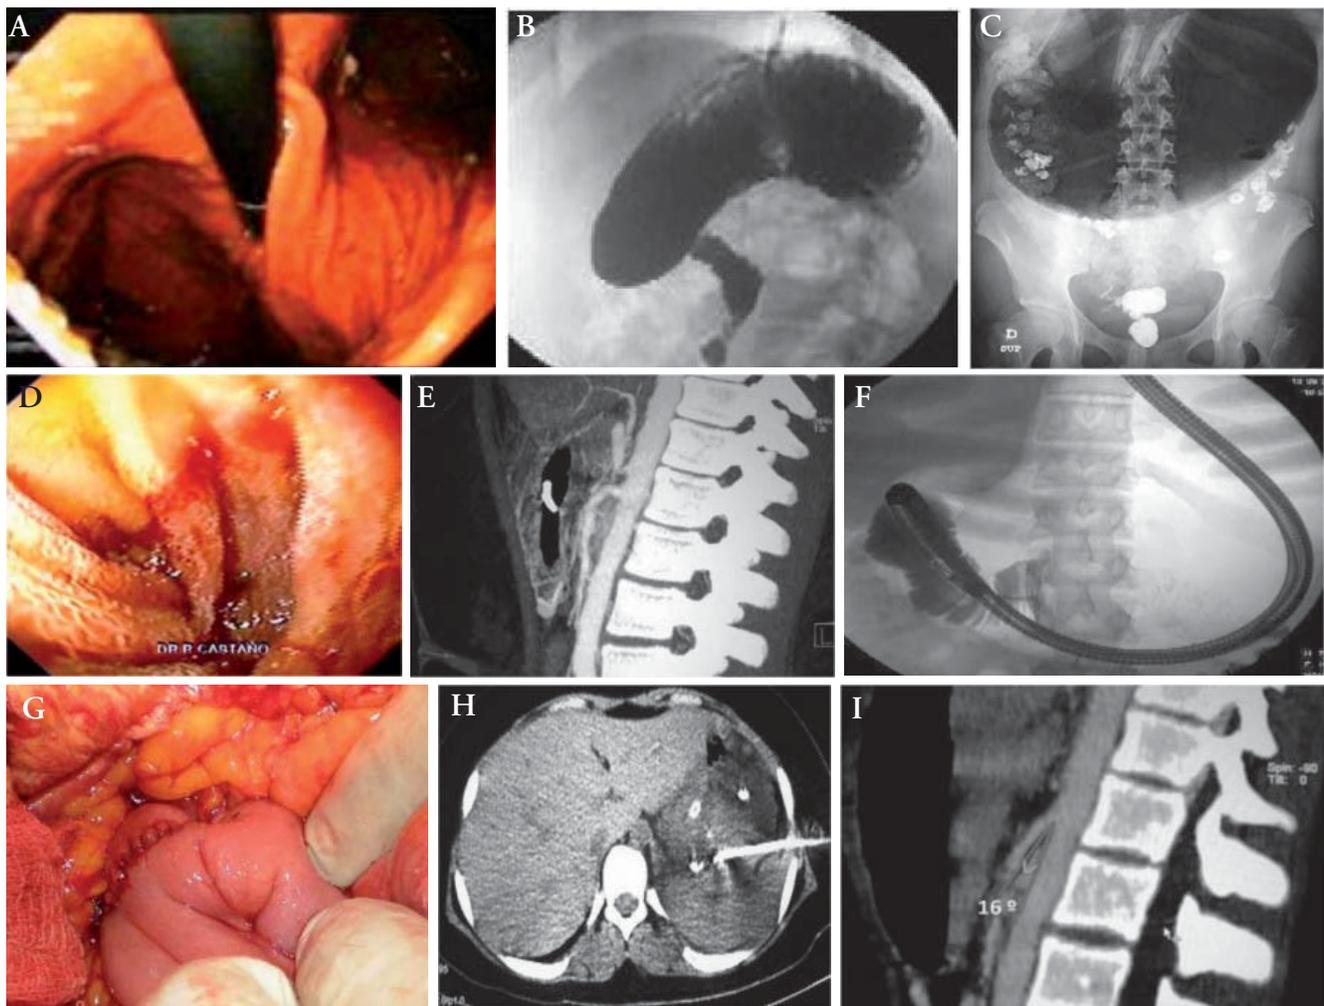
Secuencia de imágenes en niña de 13 años con SAMS. A. Endoscopia alta inicial que sugiere la presencia de vólvulo gástrico. B. Serie digestiva superior que descarta vólvulo gástrico. C. Radiografía simple al reingreso con marcada dilatación gástrica. D. Aspecto endoscópico de la tercera porción duodenal y la compresión local. E. Inyección de contraste durante la endoscopia con la obstrucción duodenal. F. AngioTAC inicial con ángulo aortomesentérico amplio, lo que descartaba el síndrome. G. Punción y drenaje de colección peripancreática con hallazgo de *Escherichia coli*. H. Nuevo AngioTAC con medición del ángulo aortomesentérico con ángulo menor a 25°. I. Aspectos quirúrgicos de la derivación transmesocólica duodenoyunal y latero-lateral.
